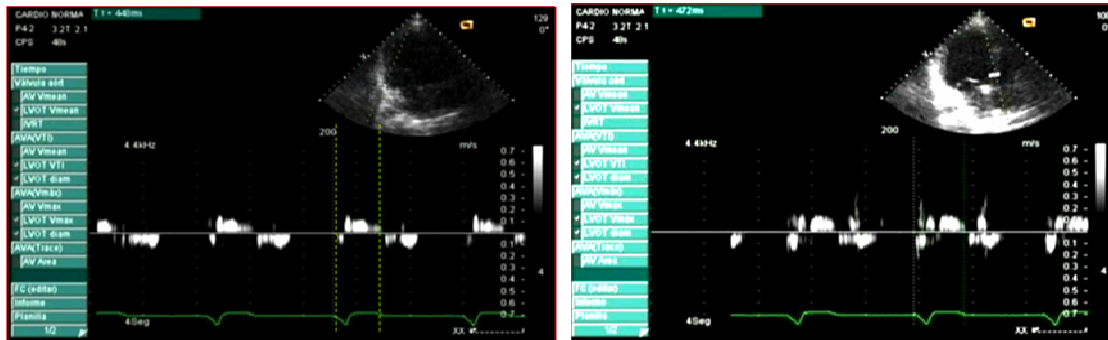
Doppler tisular pulsado de los segmentos laterales y septal del VI. Medimos desde el inicio del QRS hasta el final de la sístole en ambos segmentos.
